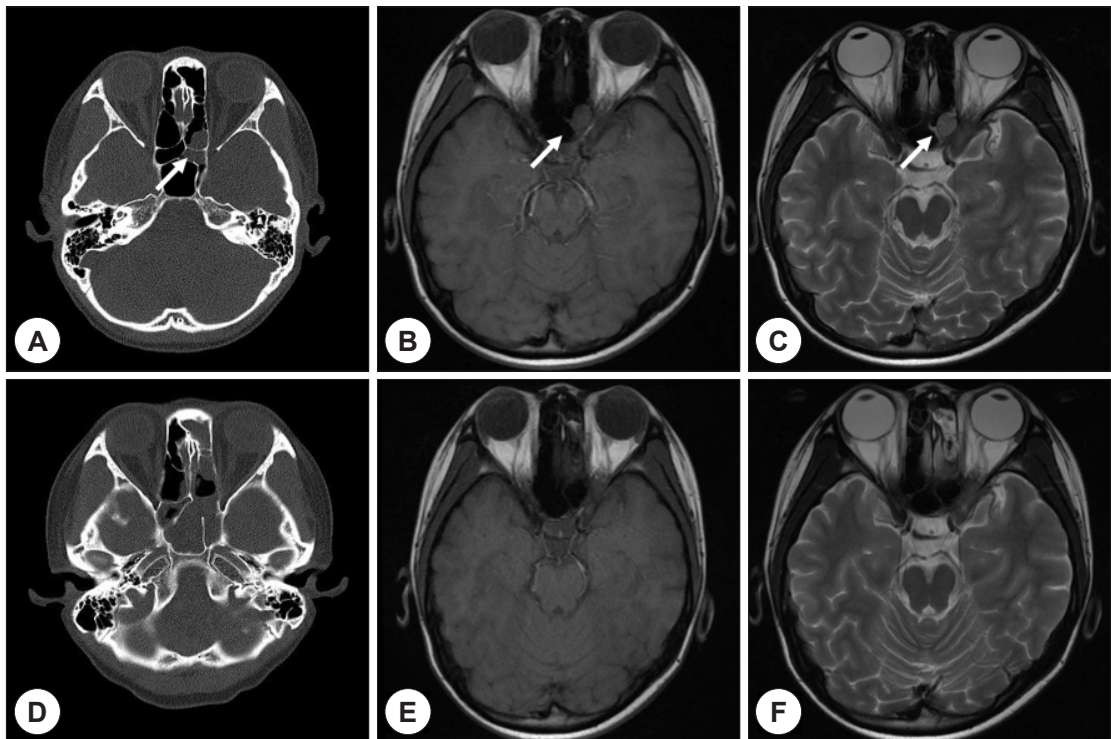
Pre-treatment (A, B, C) and post-treatment (D, E, F) CT and MRI findings of Case 1. Axial Face CT (A) and Axial T1 and T2 weighted images of Brain MRI (B, C) demonstrate iso-signal intensity, partial opacification of left posterior ethmoidal paranasal sinus (white arrow). Post-treatment Axial Face CT (D) and Axial T1 and T2 weighted images of Brain MRI (E, F) demonstrate that the mass lesion disappeared.
